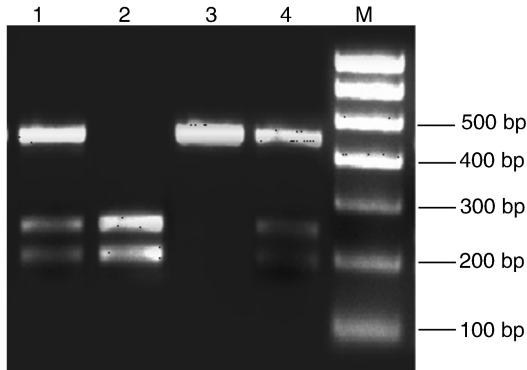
限制性内切酶酶切电泳图 1,4 为 CT 型,2 为 TT 型,3 为 CC 型,M 为 DNA Marker。
